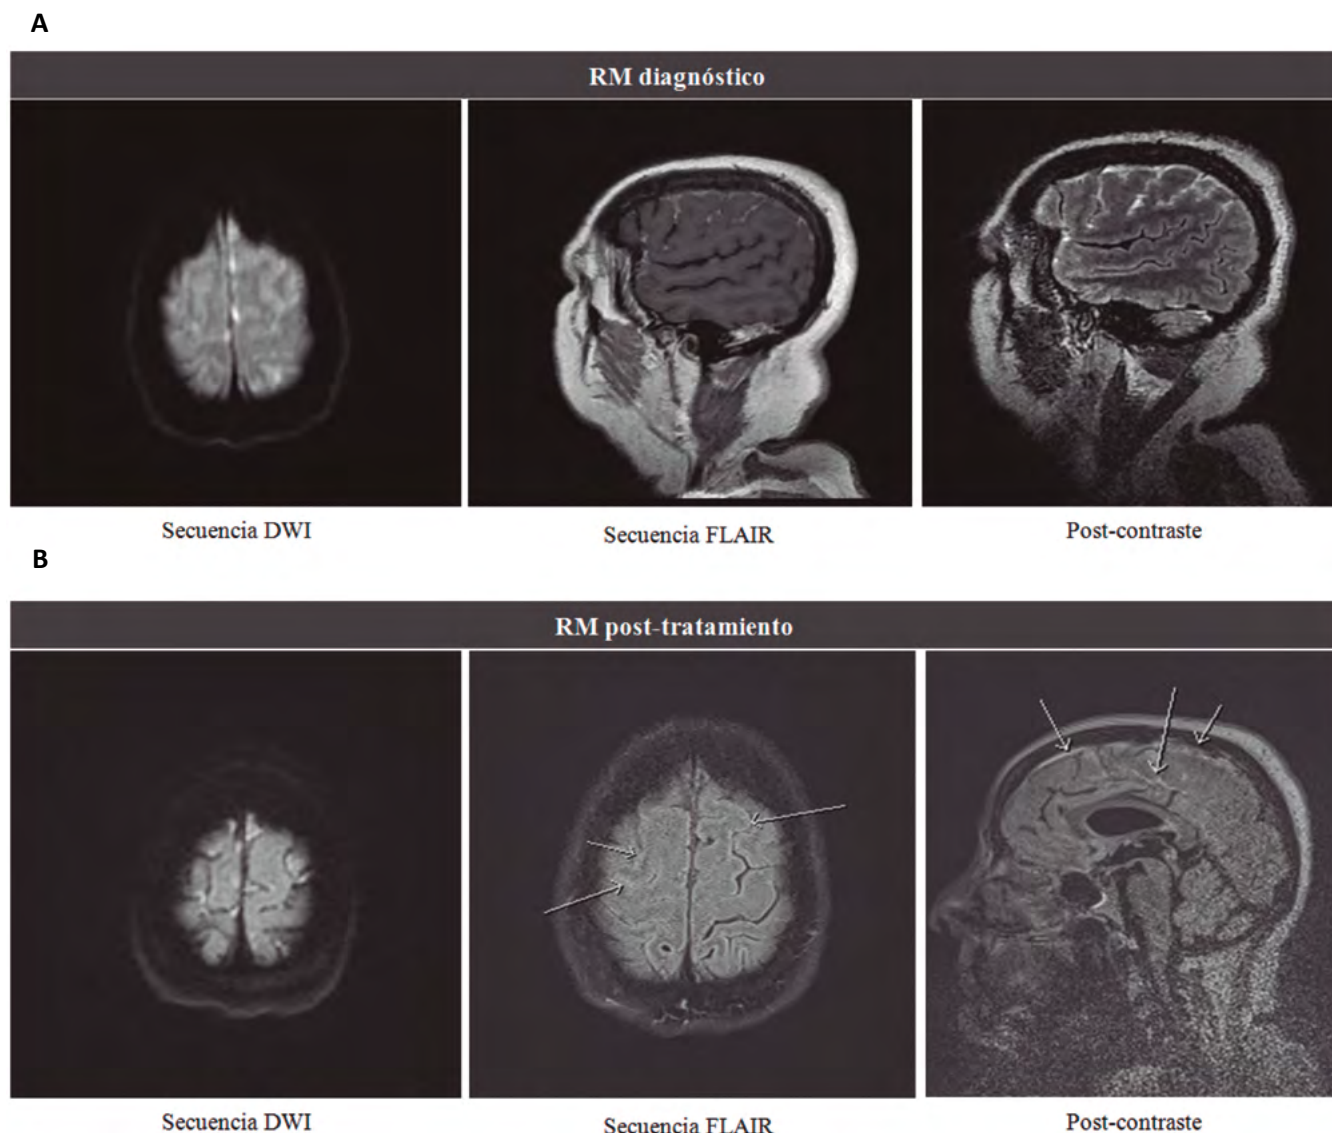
RM de la paciente con meningitis reumatoide: Alteraciones al diagnóstico (A) y un mes después del inicio del tratamiento (B). La mejoría de la lesión se indica mediante flechas
